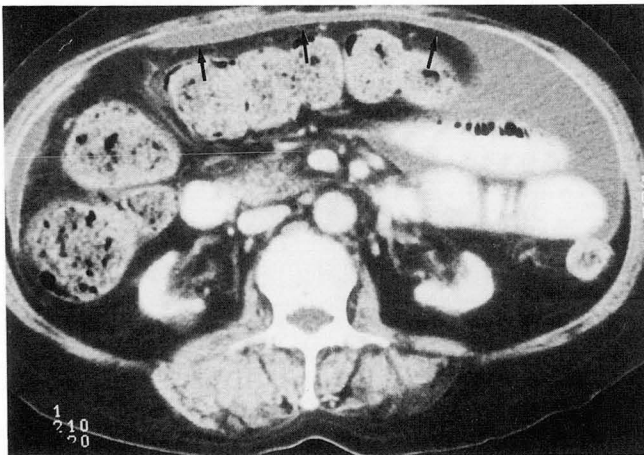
Arc shaped fluid collection in 53-year-old woman. Contrast enhanced CT shows fluid collection between the greater omentum and enhanced peritoneum(arrows).
